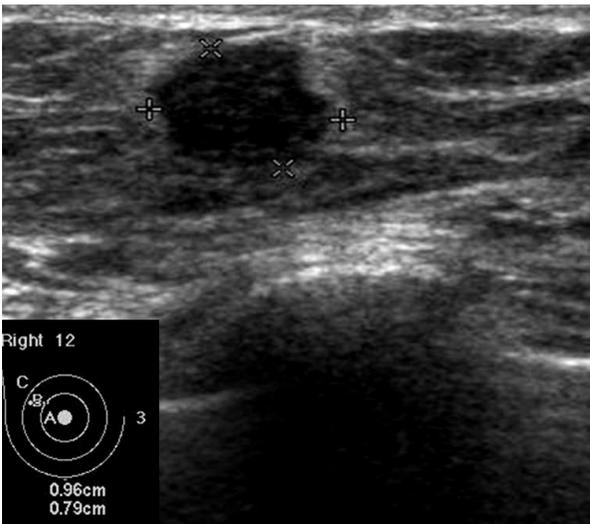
Preoperative ultrasonogram revealed about 1.0 cm size irregular microlobulating hypoechoic mass at upper outer quadrant of right breast. This lesion was adjacent to previous surgical site.
